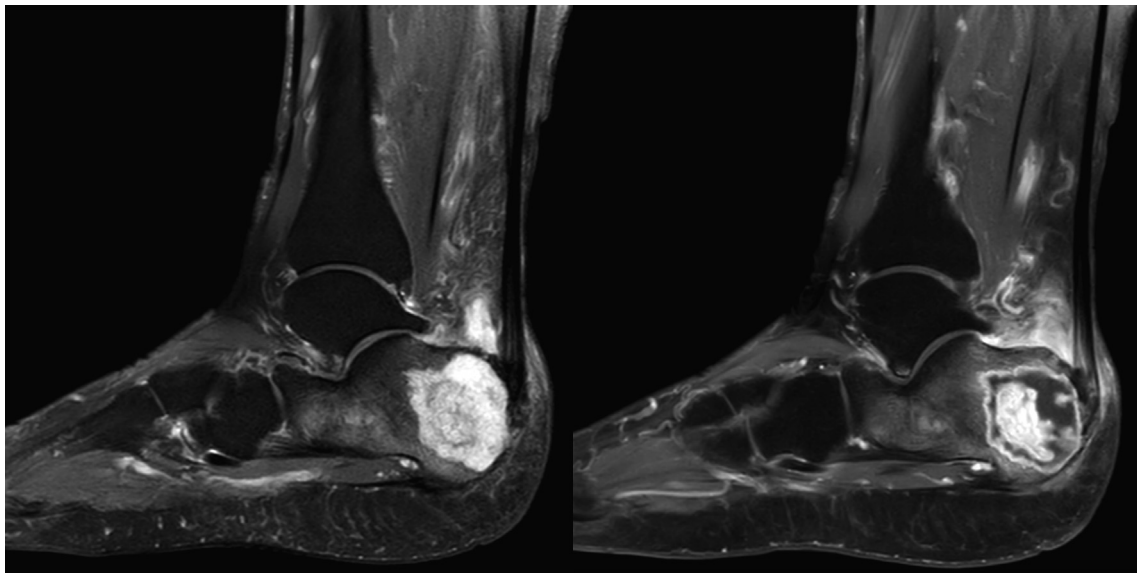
a&b: Präoperatives MRI eines chondrogenen Tumors des linken Calcaneus in sagittaler Schichtung (a) links PDW TSE, (b) rechts T1W TSE mit KM. Das Bild nach Kontrastmitteldgabe (rechts) zeigt eine randständige KM-Aufnahme, sowie eine heterogene Kontrastmittelaufnahme innerhalb des Tumors, was nachträglich als unterschiedlich differenziertes Tumorgewebe interpretiert werden kann (G1 und G2).
